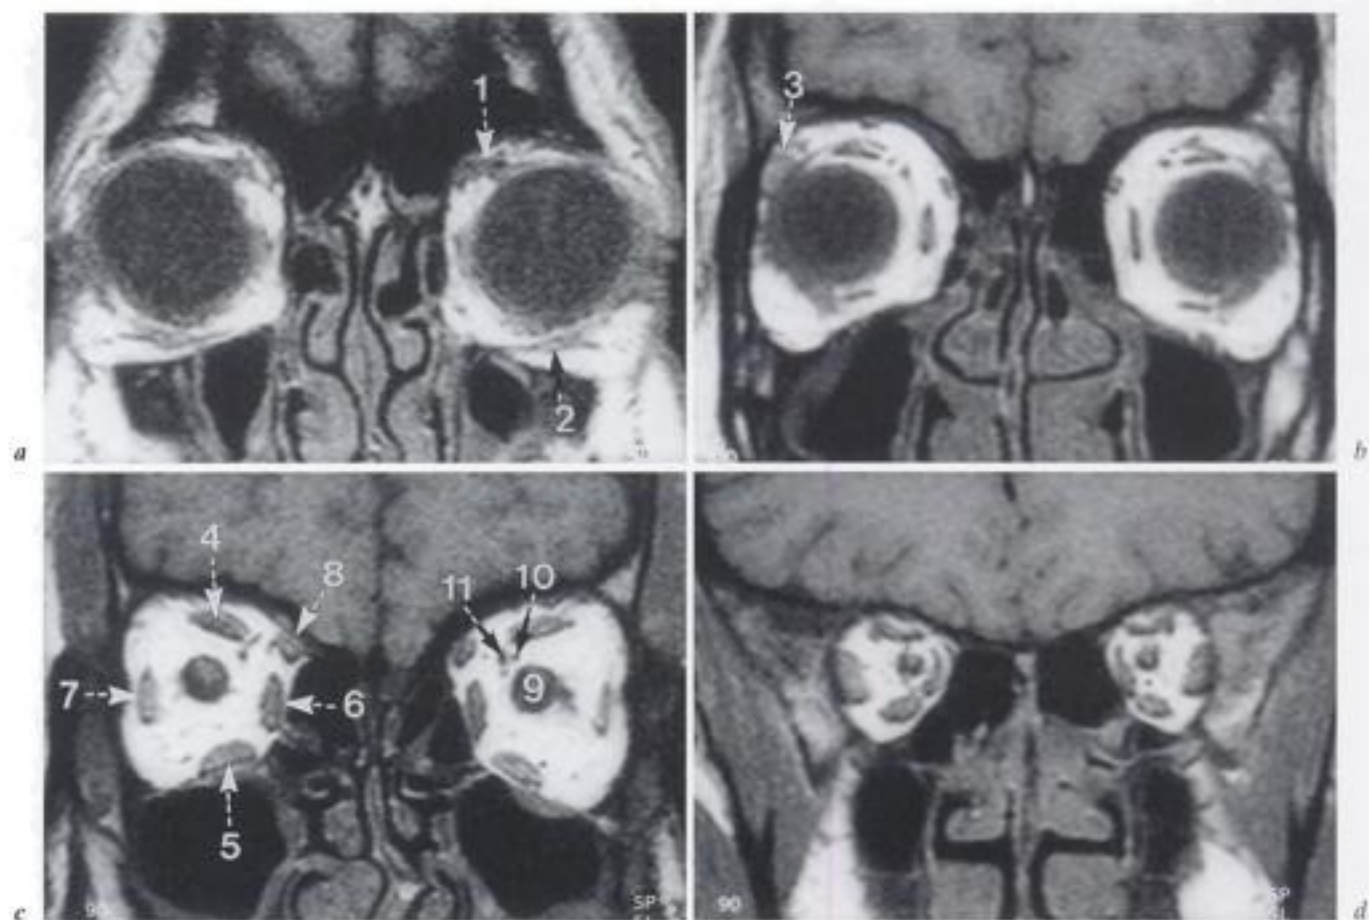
IRM en séquence T1 frontale d'avant en arrière (a → d).
